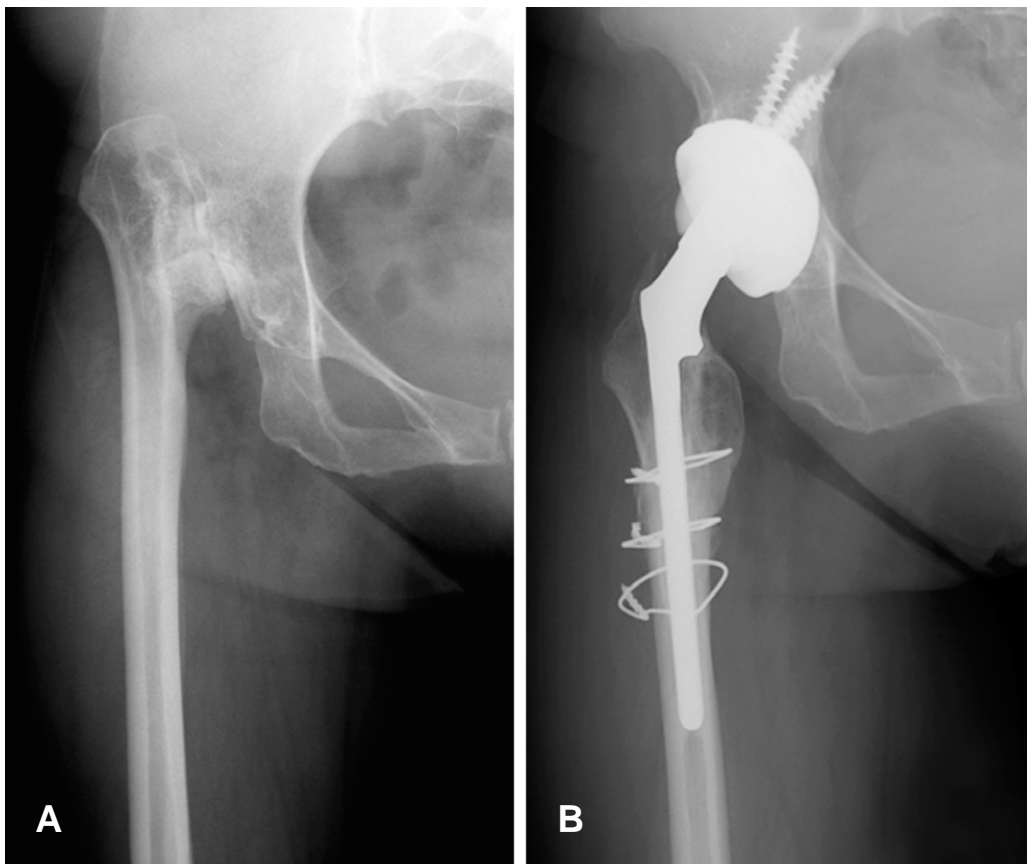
(A) This shows preoperative radiograph. (B) Stabilization can be seen on the radiograph 4 years after the surgery.
